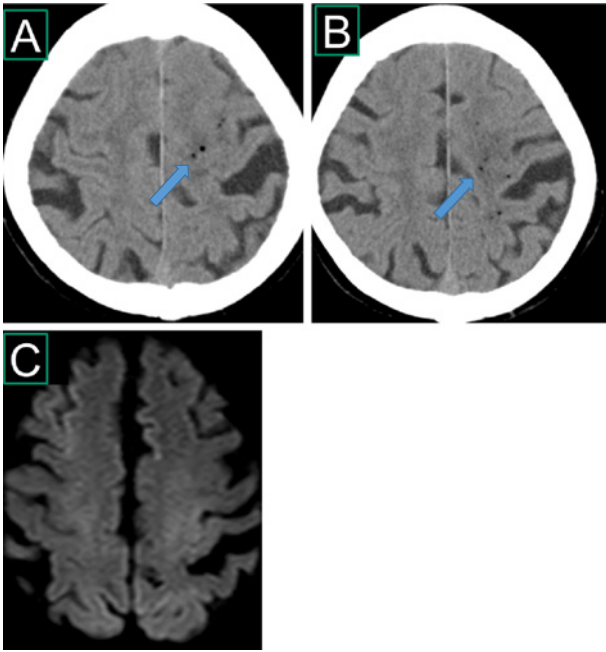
A brain CT scan taken just after the finding of stroke showed multiple air-isodense spots in the left hemisphere suggesting cerebral air embolisms (A, B). DWI (C) eight hours later showed slightly hyperintense lesions on both sides of the parietal lobe (slightly left-side predominant).
